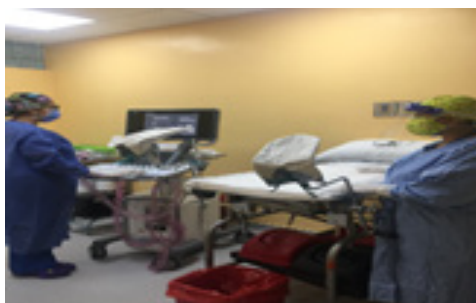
Ultrasonido para Biopsia Prostática
